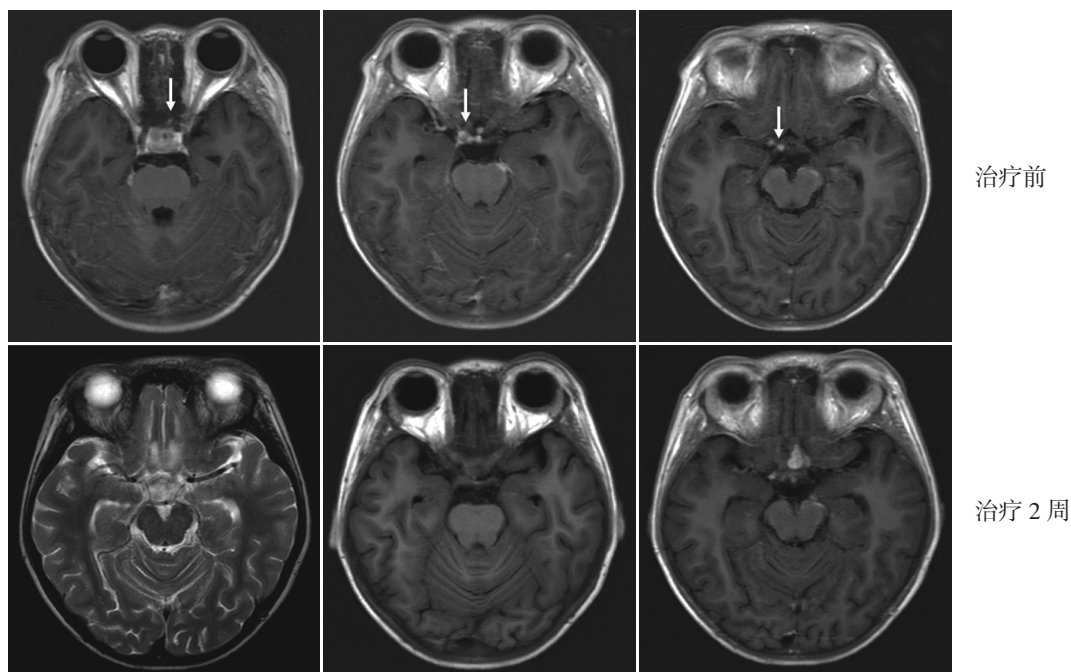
病例 1 治疗前后增强 MRI 的变化 治疗前视交叉、鞍上池、脑干周围可见感染性肉芽肿病变, 呈小结节、小条状强化 (箭头所示)。经抗真菌治疗后 2 周, 上述各部位感染性肉芽肿病变较前减少, 强化程度减低。
